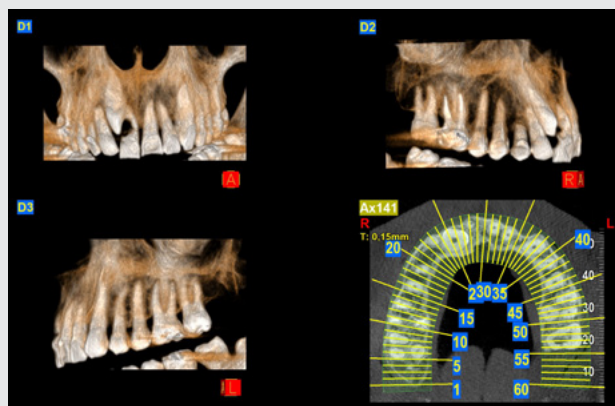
Cone Beam inicial.
